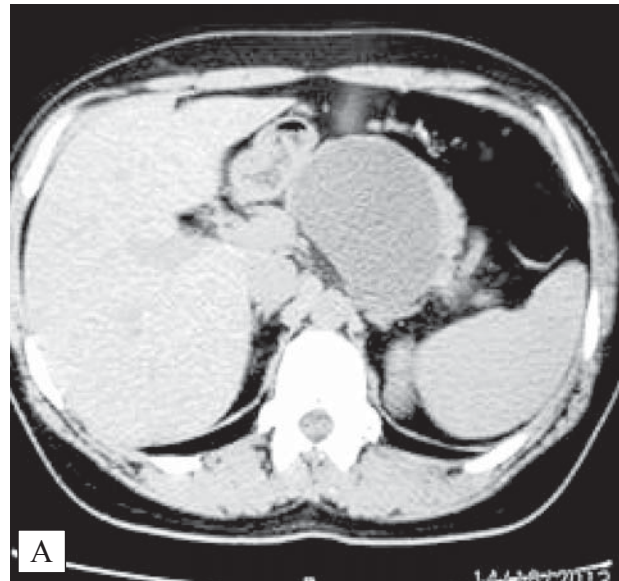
Постнекротические кисты поджелудочной железы: компьютерная томография (А); признаки кисты тела поджелудочной железы (Б); кистозная полость головки поджелудочной железы, соединенная с панкреатическим протоком (В)
